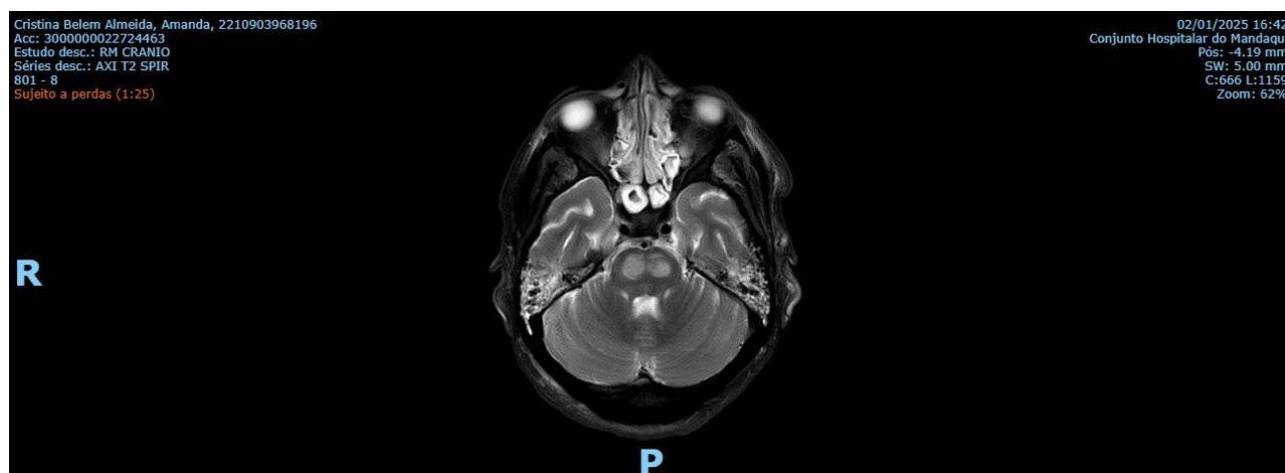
RM de crânio da paciente (fonte: dados de prontuário)
